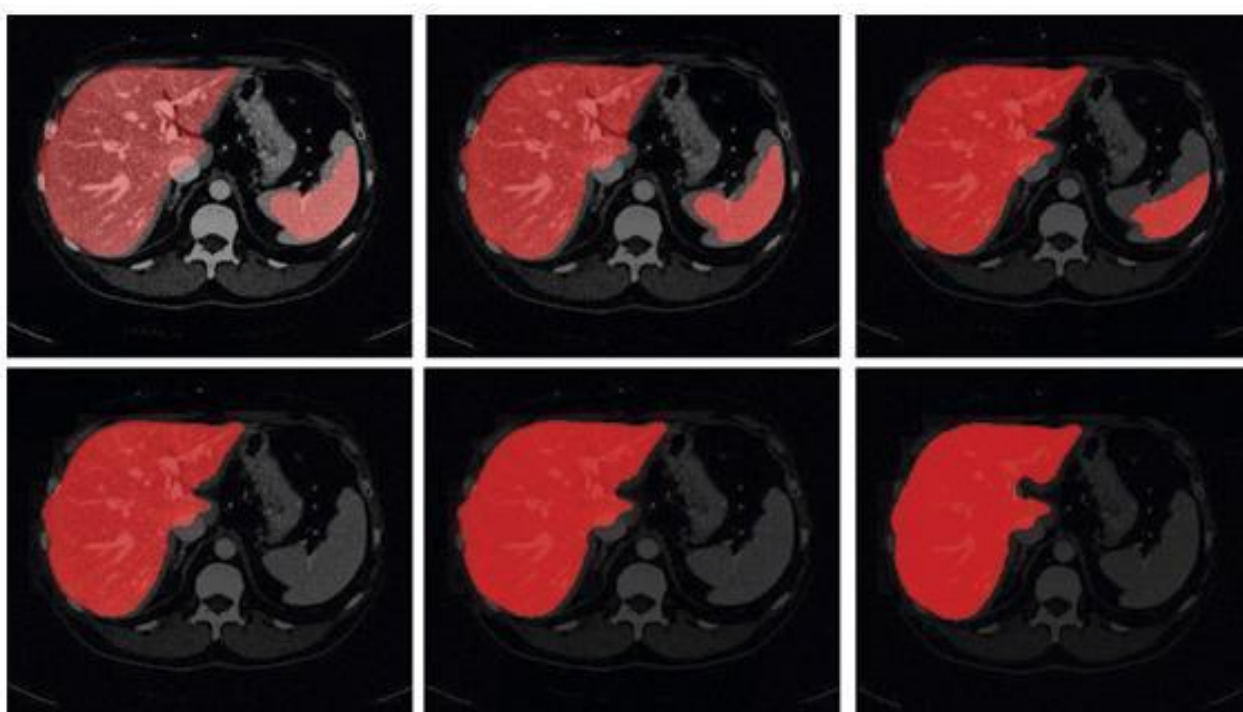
Приклад навчання CNN моделі на томограмі печінки. Ітерації показані зверху зліва до низу справа: 8-ма, 15-та, 25-та, 55-та, 60-та та 70-та ітераційні карти ймовірності печінки. Світліша область вказує на більшу ймовірність належності до печінки.
